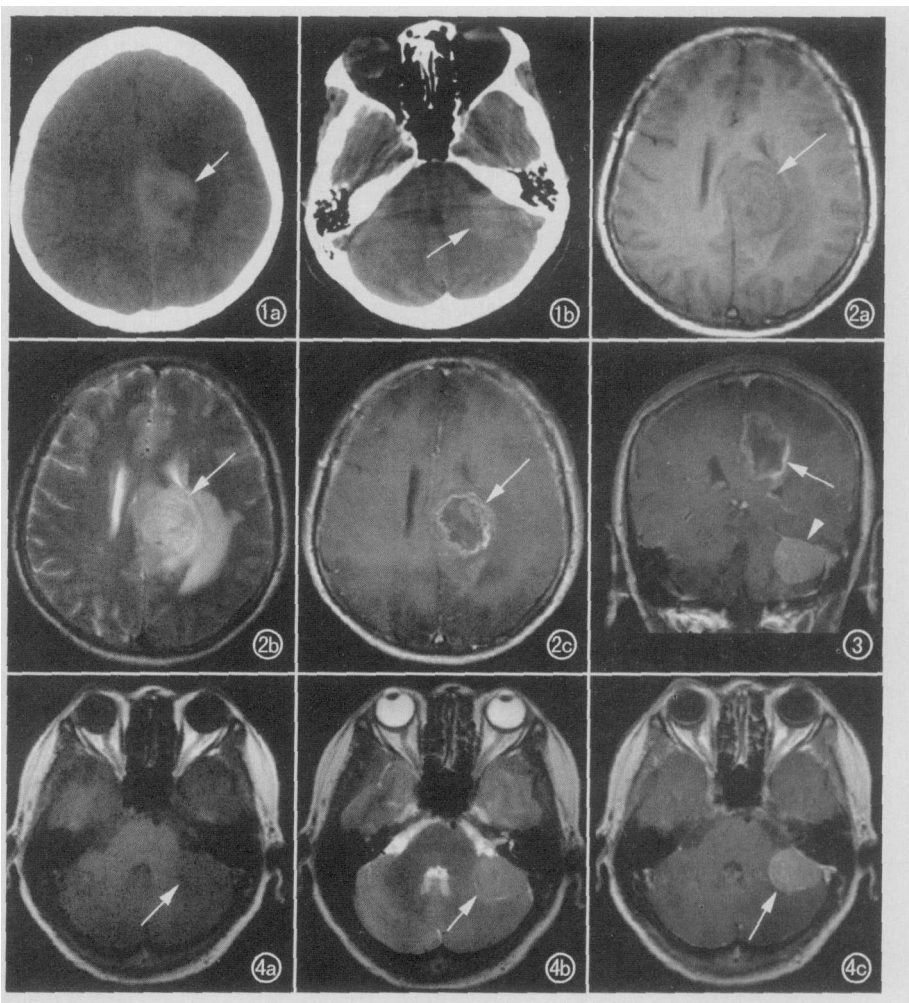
CT平扫。a) 左顶叶高密度团块影(箭),环以低密度水肿带;b) 左小脑高密度影(箭)。图2 a) MRI $T_1\text{WI}$ 示左顶叶等低混杂信号(箭),周围伴低信号水肿带;b) $T_2\text{WI}$ 示等高混杂信号(箭);c) $T_1\text{WI}$ 增强,病灶呈花边样强化(箭),大脑镰稍右移。图3 MRI $T_1\text{WI}$ 冠状面增强,幕上病灶压迫同侧侧脑室(箭),幕下病灶与天幕关系密切(箭头),以广基与硬脑膜相连。图4 a) MRI $T_1\text{WI}$ 示左桥小脑角病灶略低信号(箭);b) $T_2\text{WI}$ 示略高信号(箭);c) $T_1\text{WI}$ 增强,病灶呈较均匀明显强化(箭),局部硬脑膜增厚及强化。
